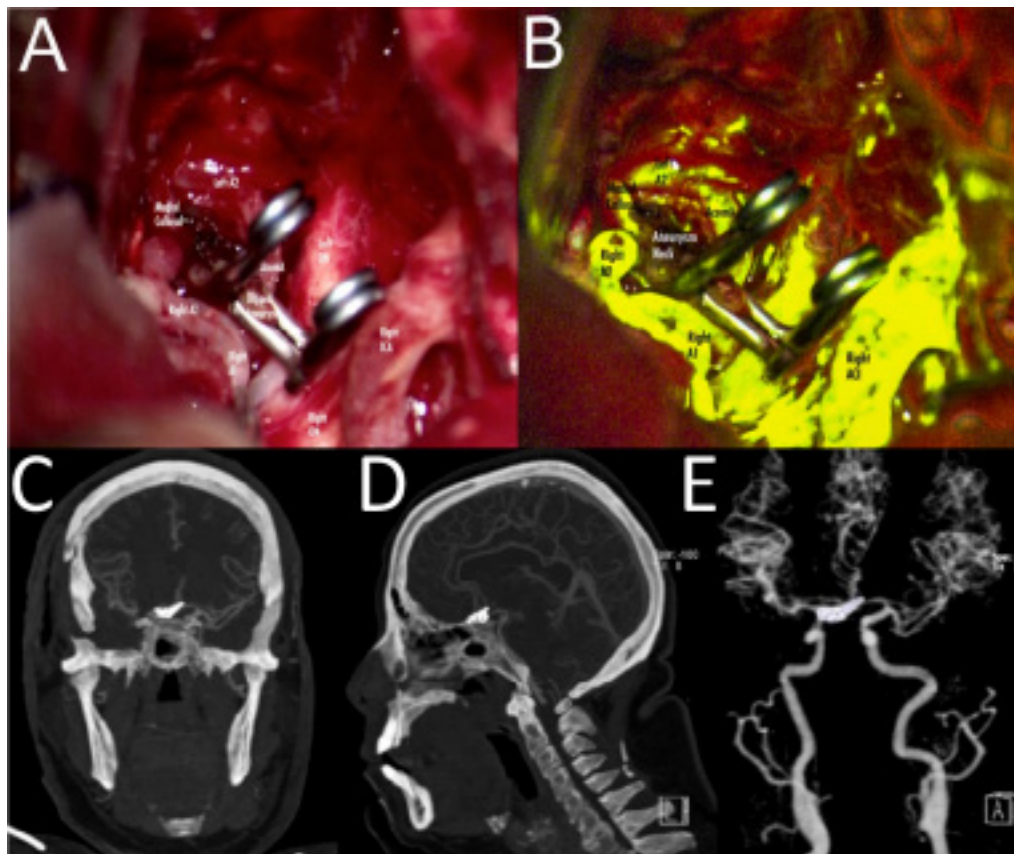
Fotografía transoperatoria y angiografía postoperatoria por TC. A. Fotografía transoperatoria que muestra el complejo AComA y la visualización final del clip sin residuos. B. Angiografía fluoresceínica intraoperatoria de control con permeabilidad completa del complejo AComA y ausencia de relleno residual de la cúpula aneurismática. C, D. Angiografía por TC en proyecciones coronal y sagital que muestra el aneurisma AComA clipado con una cúpula de proyección superior sin residuos, y un complejo AComA permeable con arteria callosa mediana. E. Reconstrucción 3D de la angiografía por TC que muestra la configuración del clip. A1: segmento precomunicante; A2: segmento infracaloso; MI: segmento esfenoidal; ACI: arteria carótida interna; ON: nervio óptico; AcomA: arteria comunicante anterior. TC: tomografía computerizada; 3D: tridimensional.
